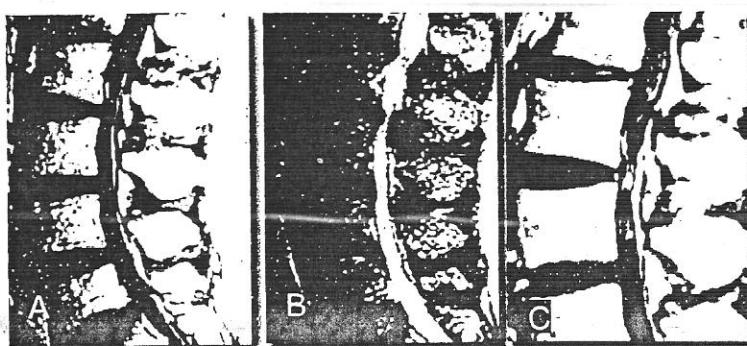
Stenoza centrală a canalului vertebral lombar – IRM lombar.
